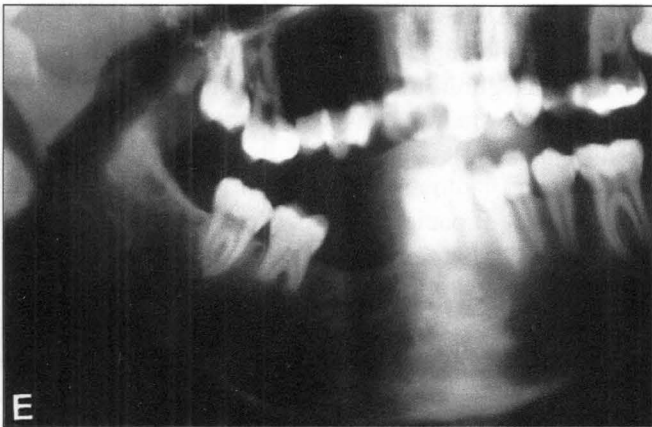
Caso n° 3: Ortopantomografía de control a los 10 meses de la intervención quirúrgica. La formación de hueso es completa y no se comprueban imágenes residuales o de recidiva.
